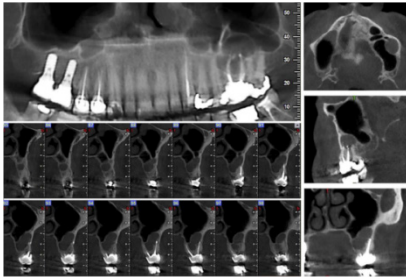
Representación 3D de una patología periapical.
